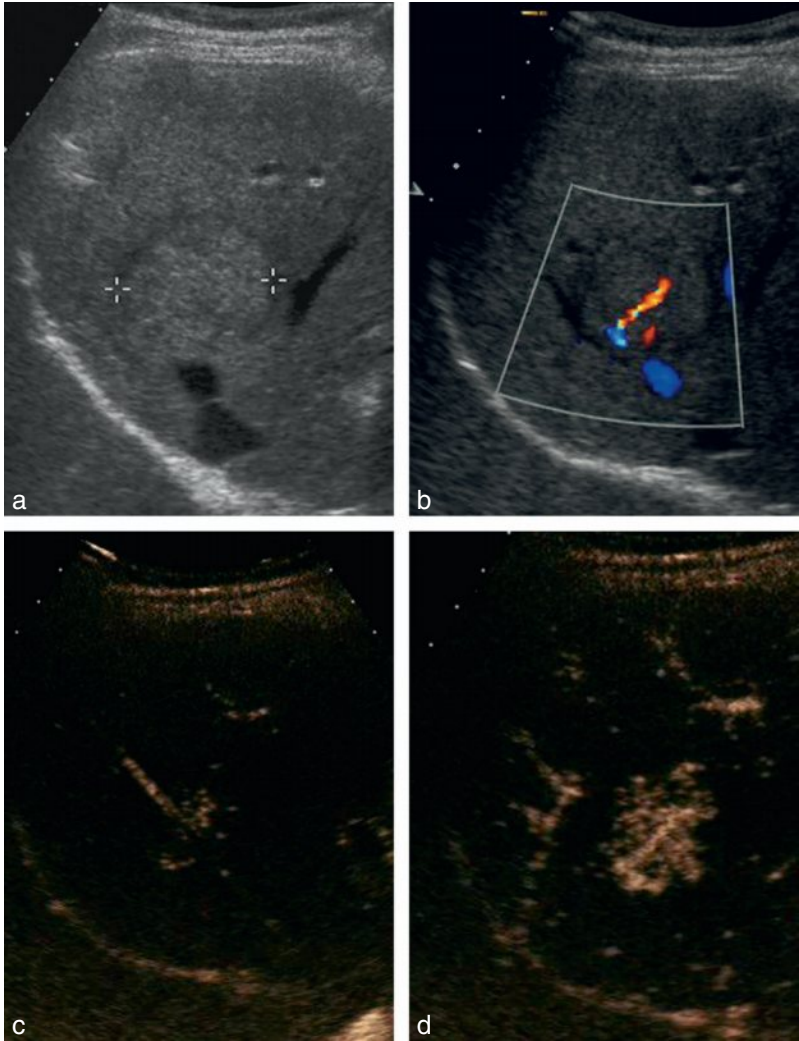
Aspect typique d'hyperplasie nodulaire et focale en échographie de contraste. a. Mode B avant contraste : nodule hyperéchogène de 30 mm découvert fortuitement chez une femme de 35 ans. b. Le Doppler couleur montre l'existence d'un pédicule artériel au centre de la lésion mais n'est pas assez sensible pour visualiser les petits vaisseaux tumoraux. c. 12 secondes après injection de SonoVue®, en mode d'imagerie de contraste spécifique, on objective l'arrivée des microbulles (codées en orange) dans l'artère centrale identifiée en Doppler couleur. d, e. Dans les secondes qui suivent, les microbulles se répandent dans la tumeur de façon centrifuge à partir de petites artéριοles disposées en rayon de roue.
